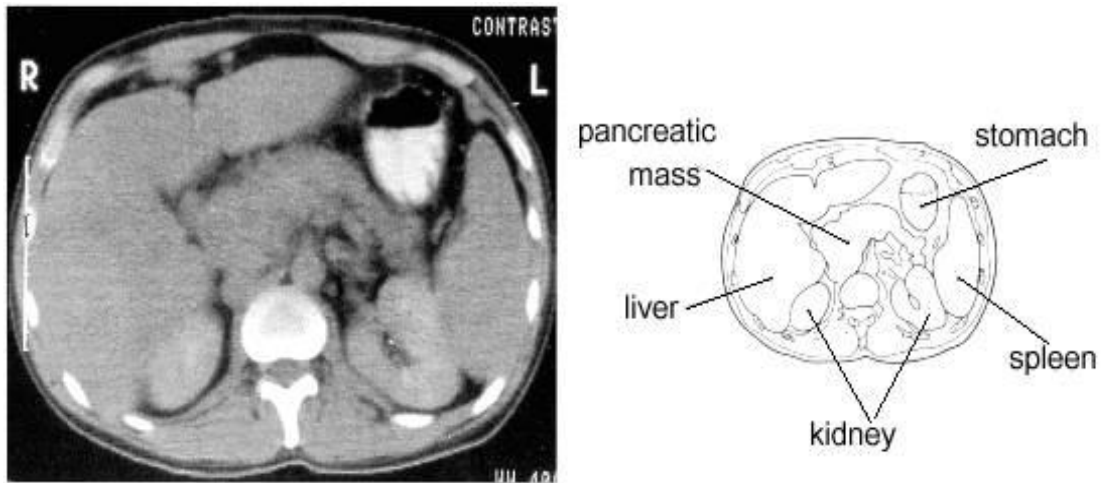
TAC de un adenocarcinoma ductal.²⁶
